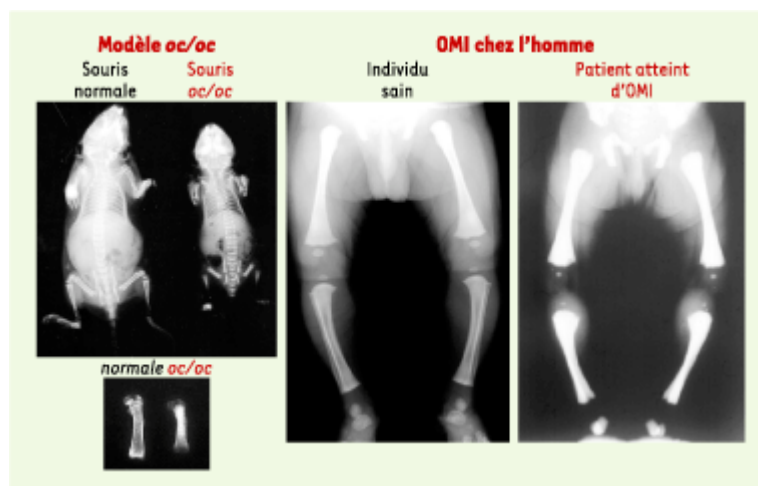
Radiographies du squelette d'une souris ostéosclérotique oc/oc et d'un patient atteint d'ostéopétrose maligne infantile. L'analyse comparative par radiographie du squelette d'une souris oc/oc et d'une souris normale âgées de 15 jours met en évidence chez la souris oc/oc un retard de croissance, une augmentation de la densité osseuse et une absence de cavité médullaire dans les os longs. Ces anomalies des os longs sont retrouvées sur la radiographie du squelette d'un enfant atteint d'ostéopétrose maligne infantile, en comparaison avec un enfant sain du même âge (2 semaines).
